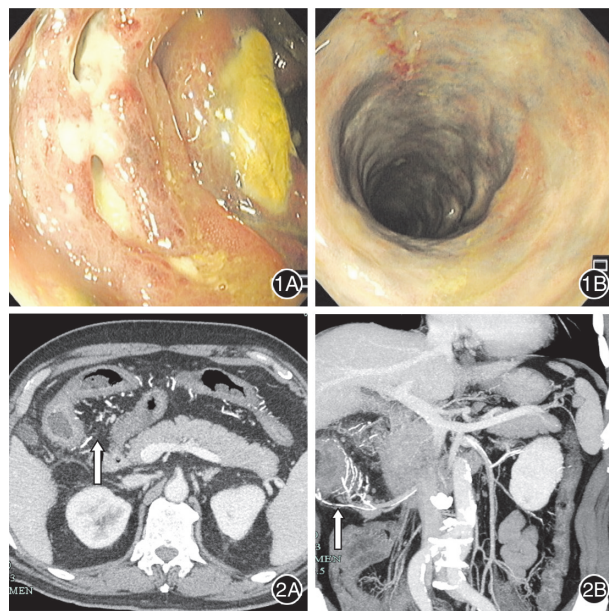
结肠镜检查 1A: 升结肠及横结肠见蓝色的水肿黏膜, 溃疡有脓苔、粪质附着; 1B: 结肠皱襞消失 图 2 门静脉 CT 血管成像示肠系膜上静脉各分支及结肠壁静脉点状、细条状多发钙化 (箭头所示) 2A: 横断位; 2B: 多平面重建像, 斜冠状位
